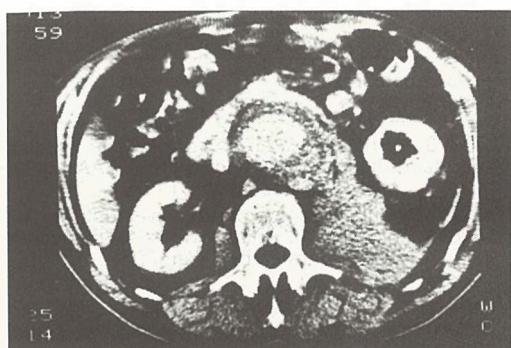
CT — Dissection: septum between two contrast medium opacified abdominal aortic lumens and separation of a. mesentericae from real lumen.
